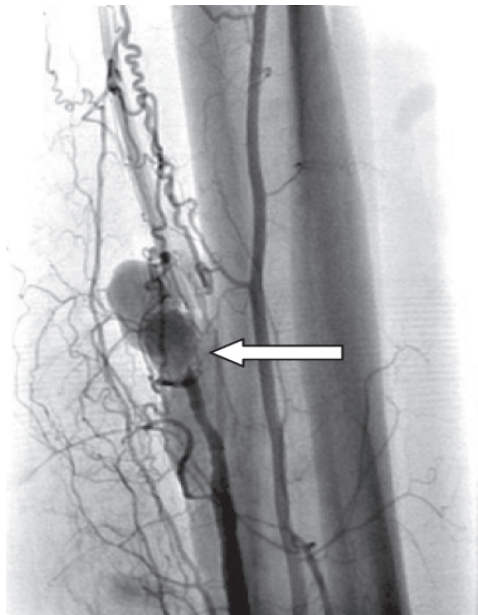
Пациент П. Исходная рентгеноангиограмма. Через дефект задней большеберцовой артерии происходит контрастирование венозной системы (стрелка)
